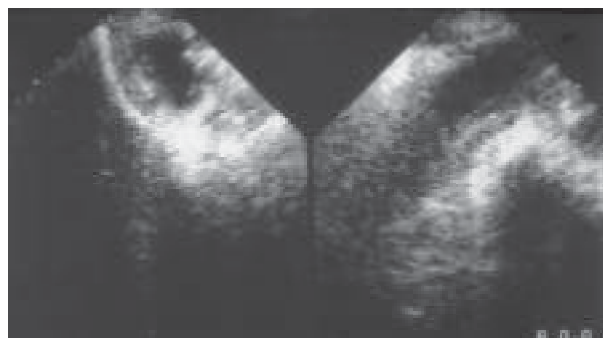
Ecografía abdominal (corte transversal y longitudinal). Se observa imagen hipoeicoica redondeada en el interior del músculo psoas.
